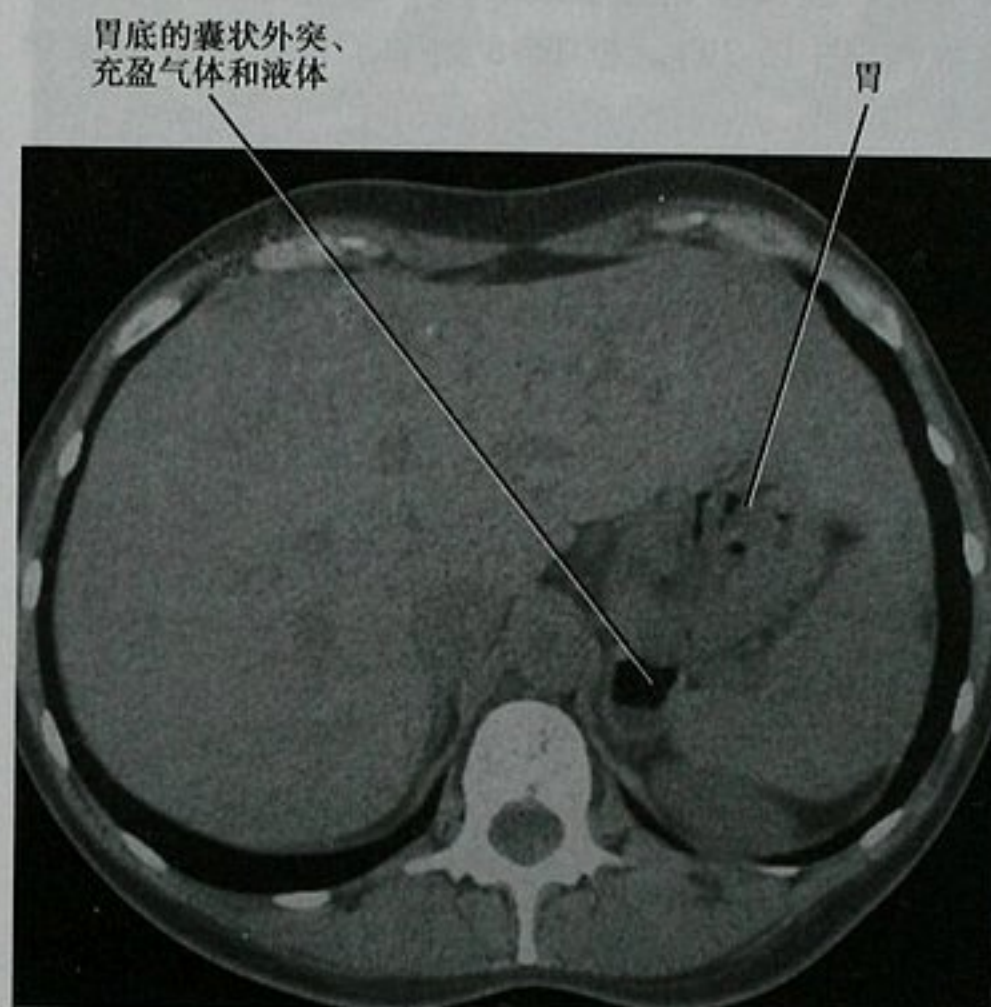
上腹部 CT 平扫显示胃憩室内的气体和液体
